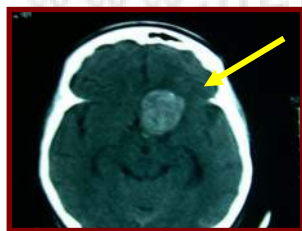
TAC craneal con aneurisma gigante
